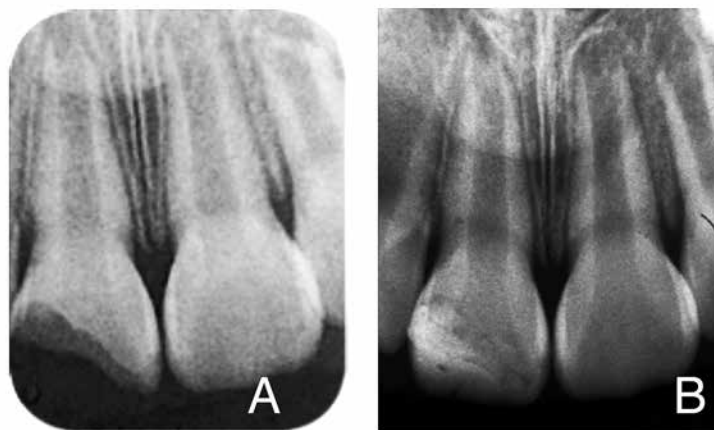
Día del traumatismo A: Radiografía inicial, B: Radiografía final con la restauración
